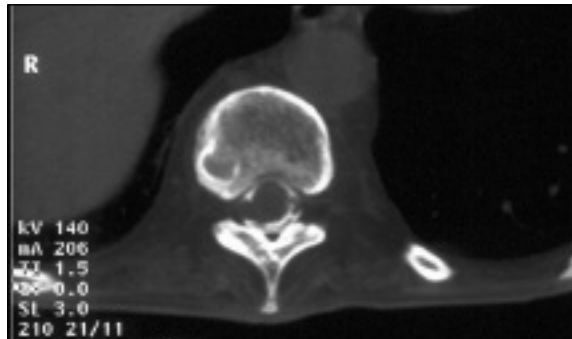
TAC da coluna dorsal, estudo em janela óssea, identifica calcificação dural em anel quase completo no plano de D10.
